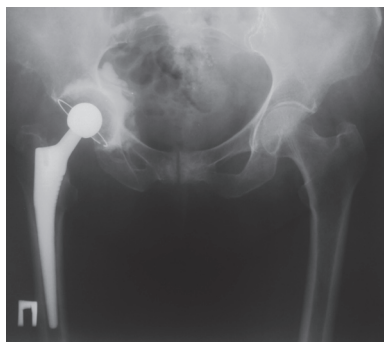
Продолжение. Рентгенограмма после эндопротезирования
